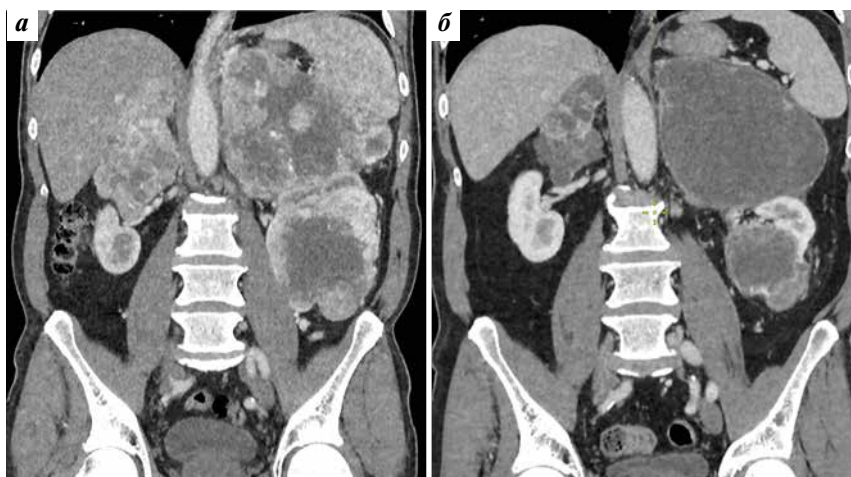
Мультиспиральная компьютерная томограмма: а – до начала лекарственной терапии; б – через 3 мес от начала лекарственной терапии
